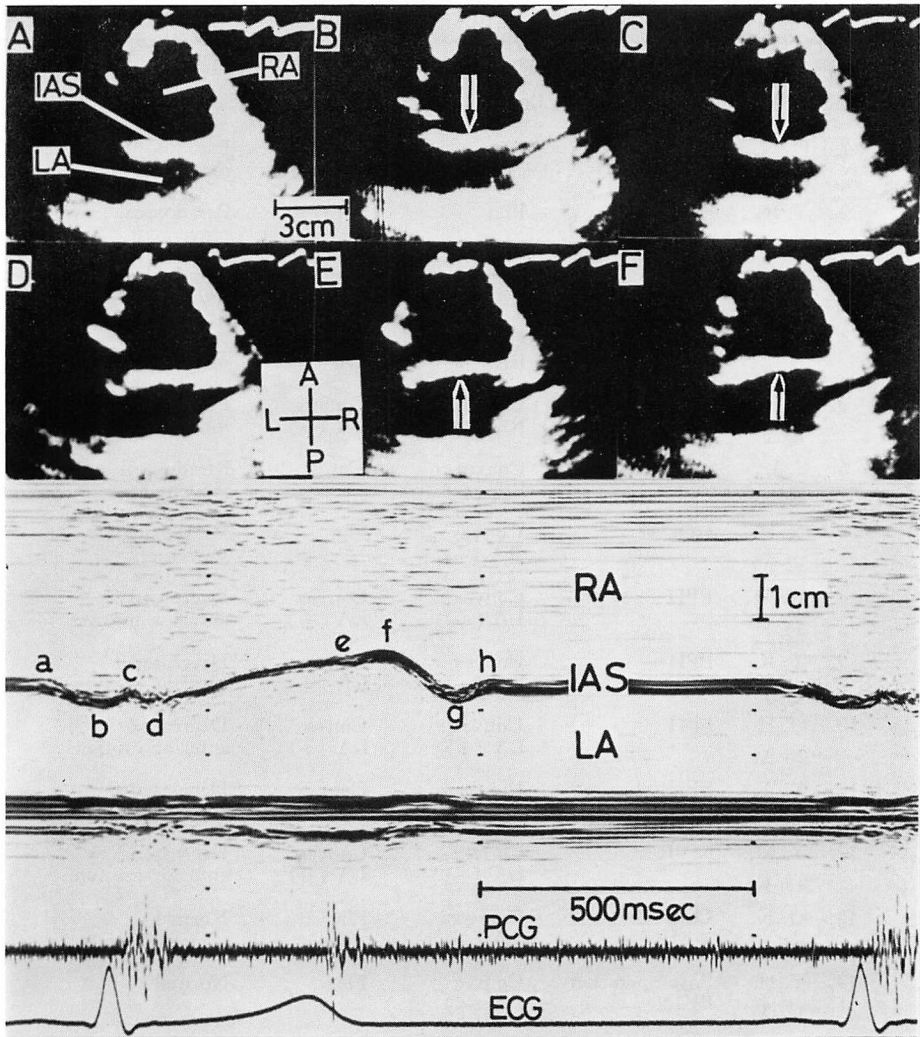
Echocardiograms of the interatrial septum from a normal subject.
